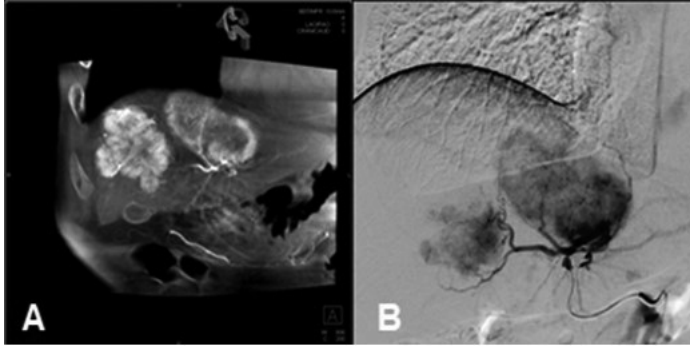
A) Anjiyografi sırasında elde olunan CBCT görüntülerinde CCC tanılı hastadaki kitleye bağlı yaygın tutulum görülmekte. B) Kitlenin bir kısmını besleyen arterin selektif kataterizasyonu ve kitlenin kontrastlanması.
